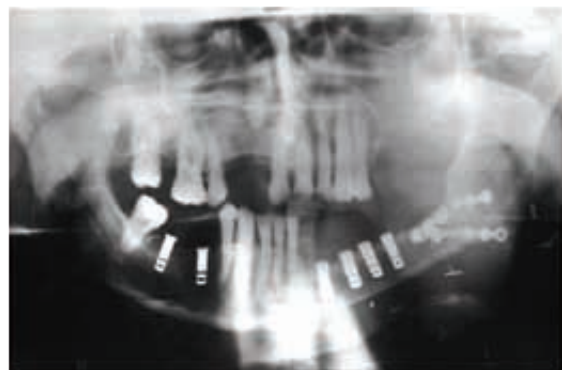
X-ray after placement of dental implants.
